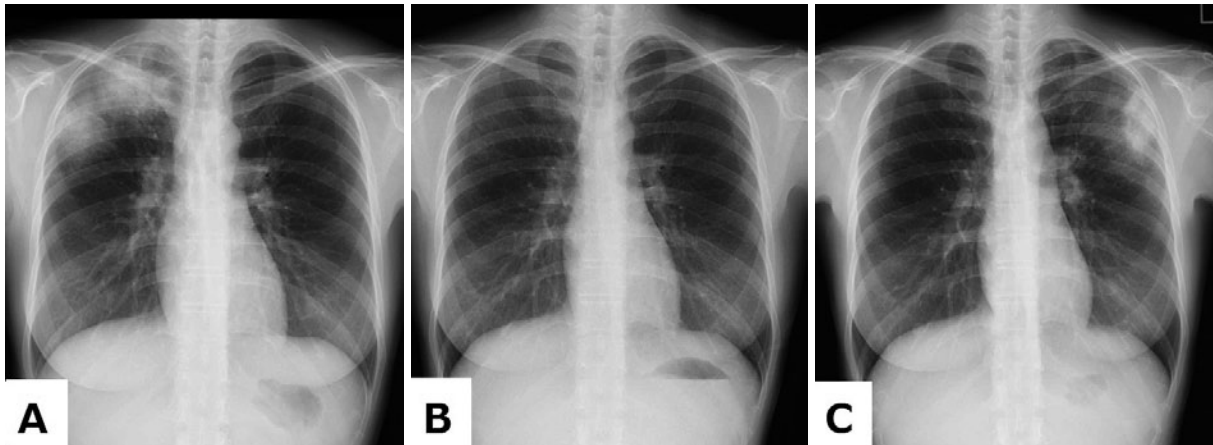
Chest radiographs show infiltrative shadows in the right upper lung field on admission (A), improvement after steroid treatment (B), and reemergence of infiltrative shadows in the left upper lung field after reexposure (C).
